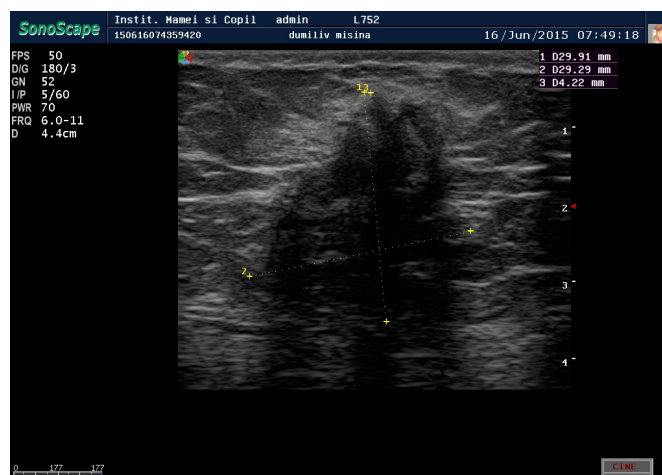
USG: formațiune hipocogenă a peretelui abdominal.
